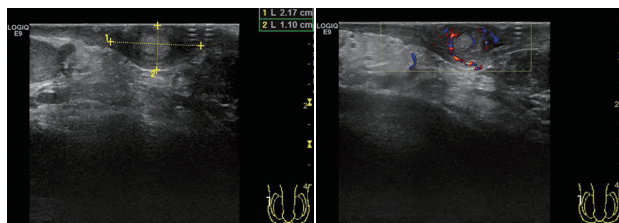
超声示右侧阴囊皮下探及不均匀回声, 边界尚清 图2 CDFI于回声内部探及较丰富血流信号
